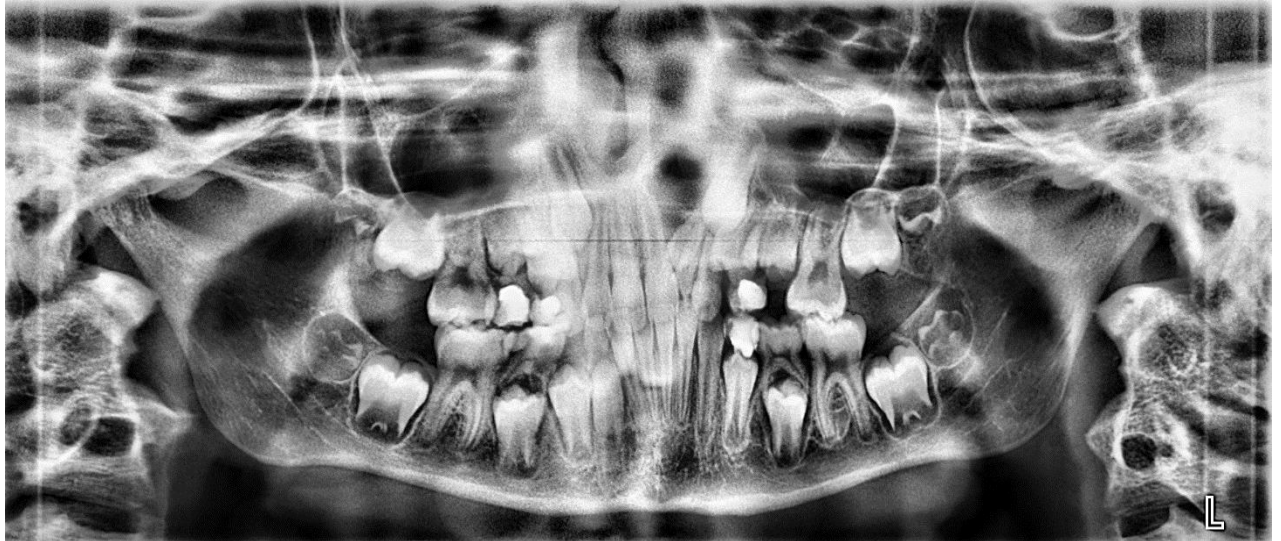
Ортопантомограмма челюстей пациентки Г., 8 лет 8 месяцев, с левосторонней ВОРВГН и перекрестной окклюзией, после ортодонтического лечения
